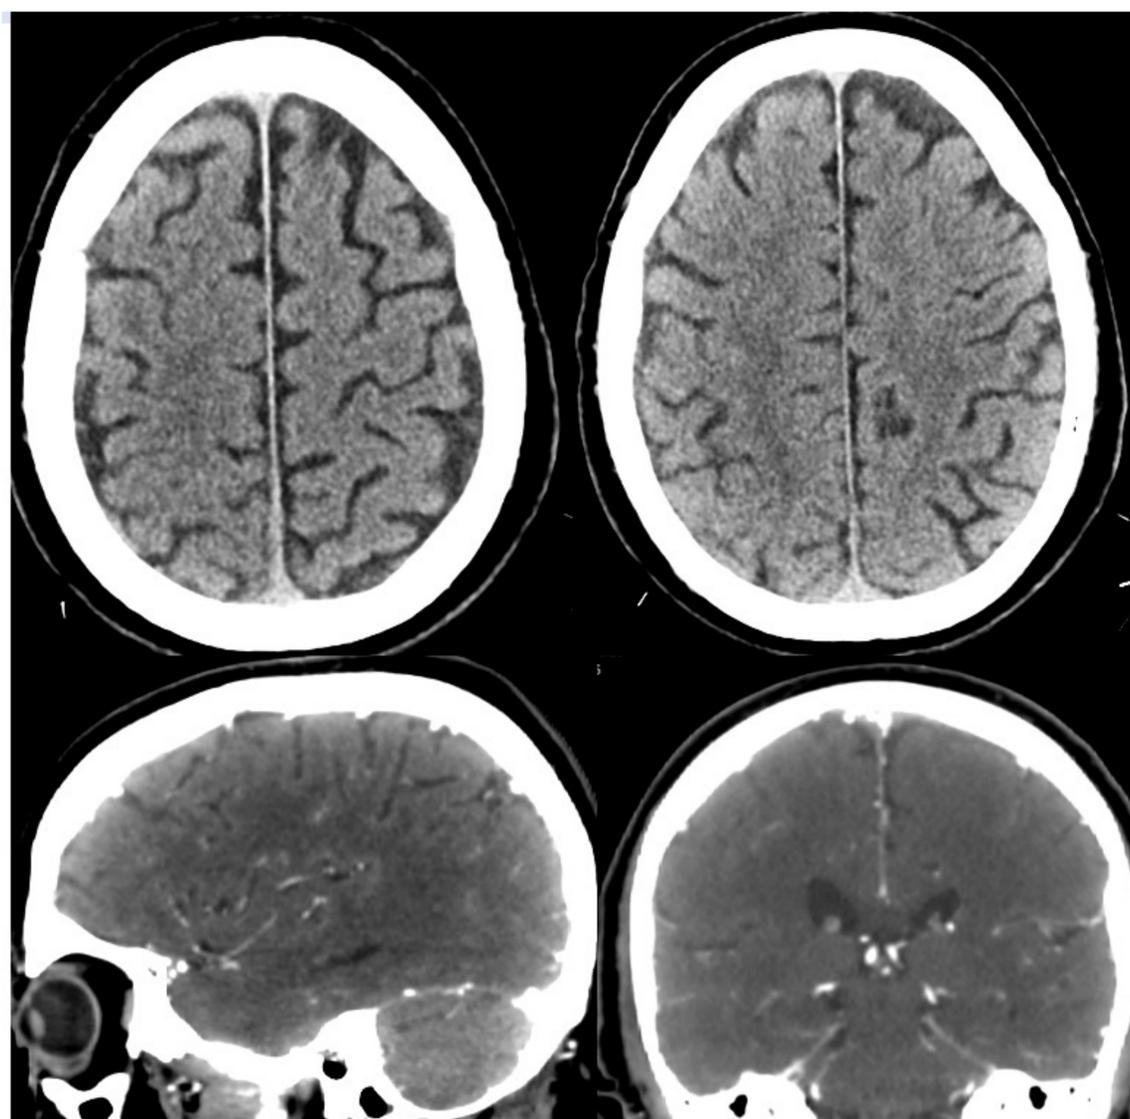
Cortes axiales de TC de cráneo (arriba), sagital (abajo izquierda) y coronal (abajo derecha) de angio-TC del polígono de Willis del hospital de referencia tras el tratamiento en cámara hiperbárica. Las imágenes demuestran la resolución del gas intracraneal visto previamente en las figura 5 y 6.
